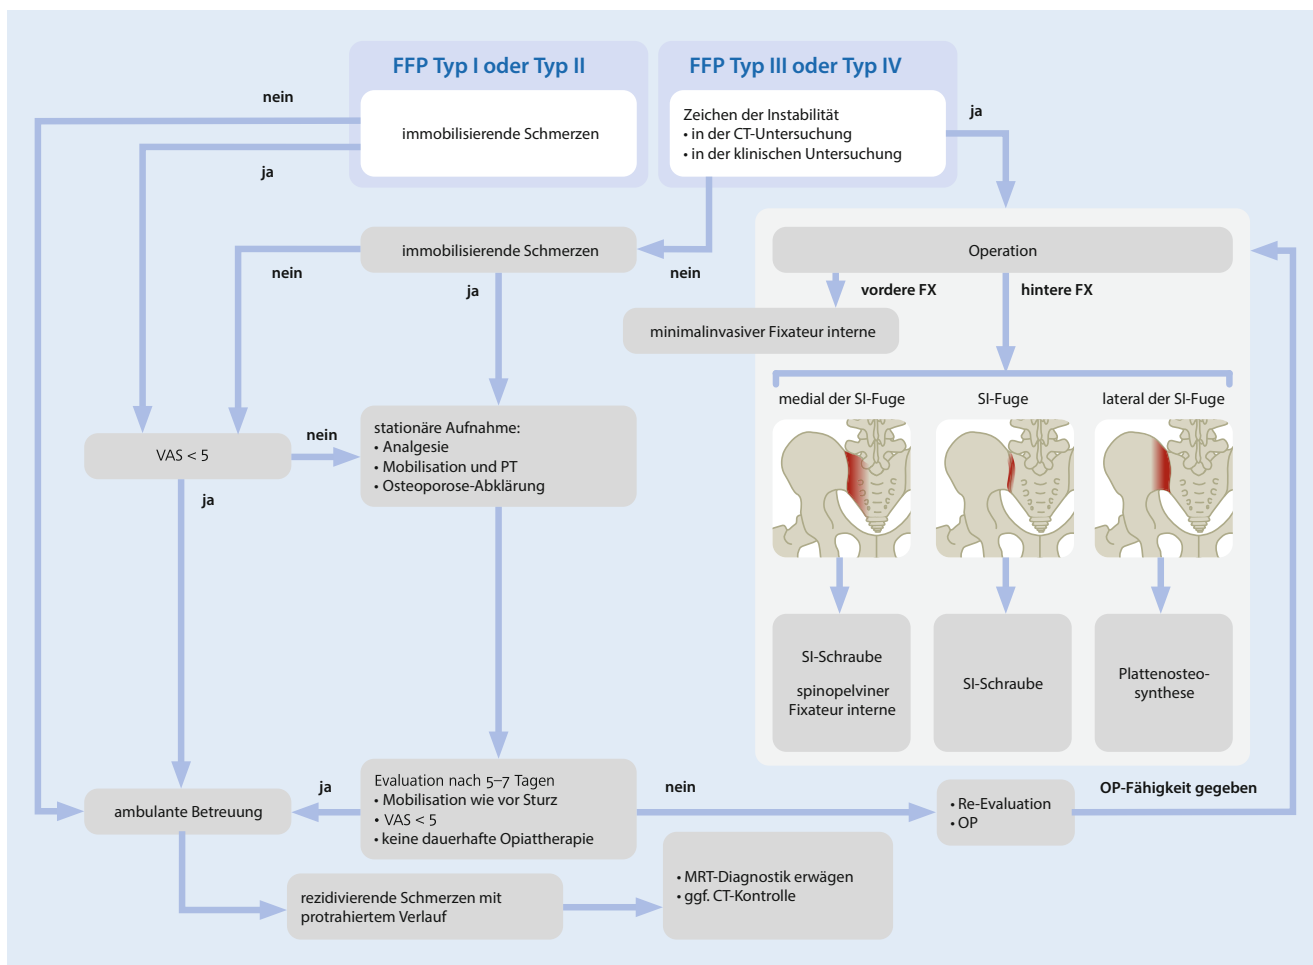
▲ Behandlungsalgorithmus. VAS visuelle Analogskala, FFP „fragility fractures of the pelvis“, PT Physiotherapie, CT Computertomographie, MRT Magnetresonanztomographie, SI iliosakral, FX Fraktur, OP Operation. (Mod. nach [8], mit freundl. Genehmigung)
